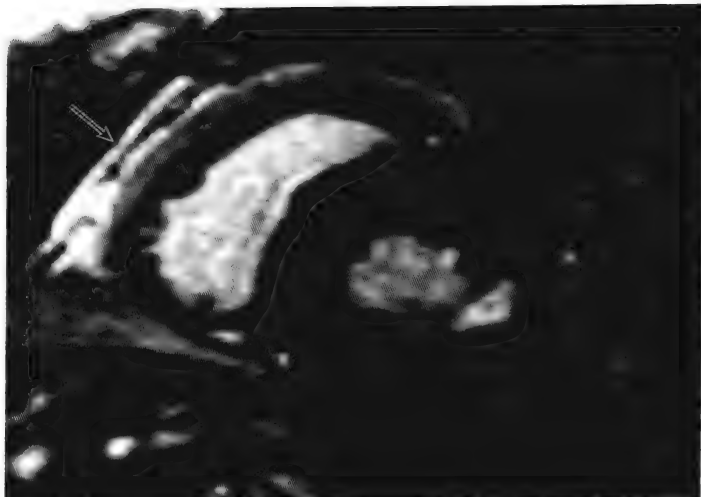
一例冠状动脉正常但发生MI患者的MRI影像。延迟超增强区(箭头)提示心肌损伤。该病例虽然冠状动脉正常,但可能为MI。
